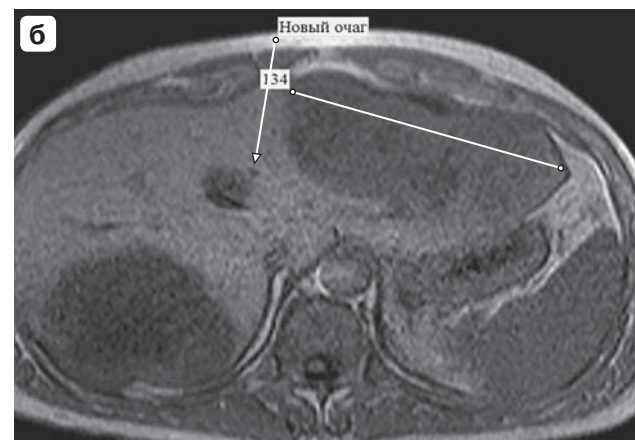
Магнитно-резонансные томограммы, T1ВИ. а – в паренхиме печени билобарно определяются очаги вторичного характера; б – динамическое наблюдение ответа на химиотерапевтическое лечение, отрицательная динамика в виде увеличения размеров целевых очагов, а также появления новых очагов.
